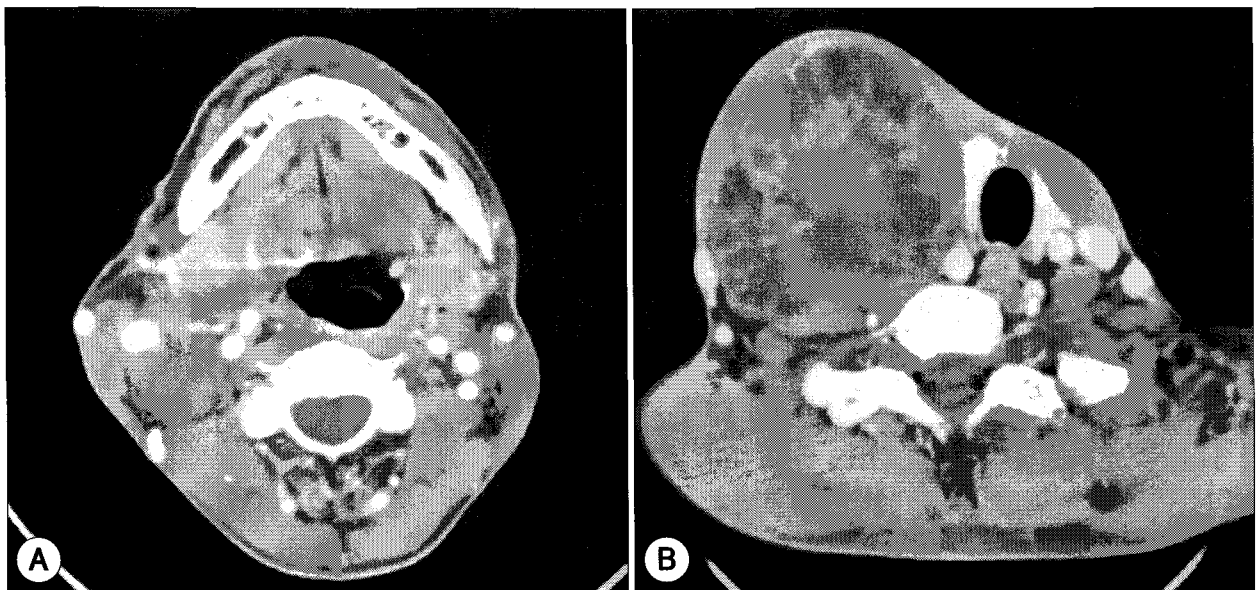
Preoperative computed tomography images showing the huge multilobulate cystic mass in the right carotid space and its relative proximity to the mandible (A) and to the great vessels(B).
